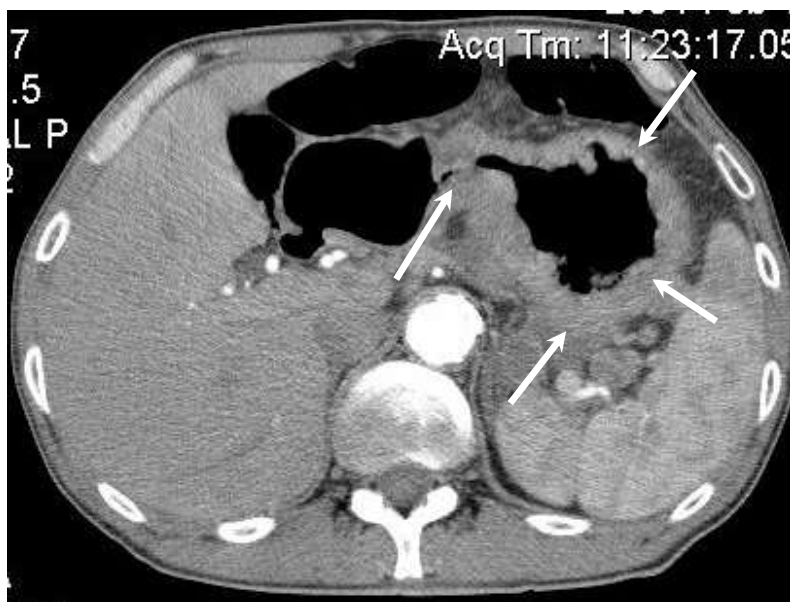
Рак тела желудка , субтотальное поражение, КТ(аксиальная проекция), в просвет желудка введен воздух. Стенки желудка значительно утолщены, просвет желудка в области тела сужен, воздухом расправляется плохо.
